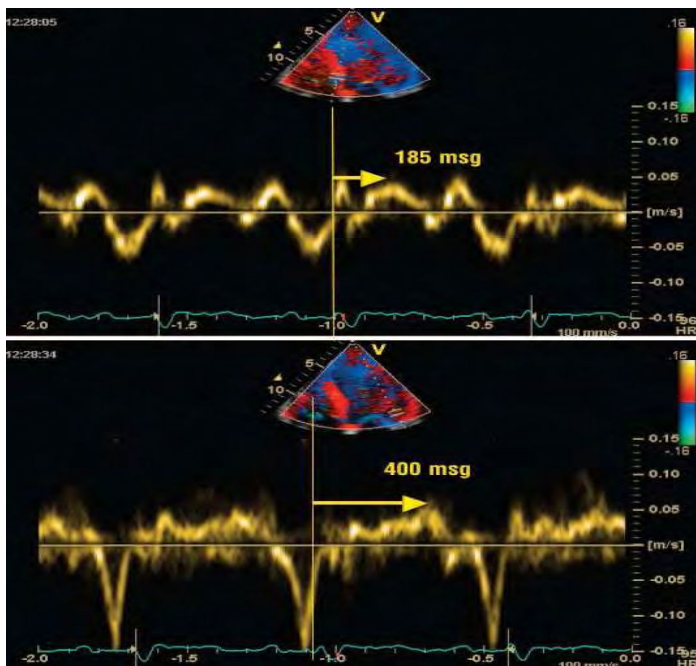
Valoración de la asincronía intraventricular mediante la determinación del intervalo de tiempo entre la velocidad pico del Doppler tisular (DTI) en el septo basal y la velocidad pico del DTI en la cara lateral basal. La diferencia entre el segmento lateral y el septal es de 215 ms, > 60 ms y, por tanto, indicativa de asincronía con datos de recuperabilidad tras la resincronización
